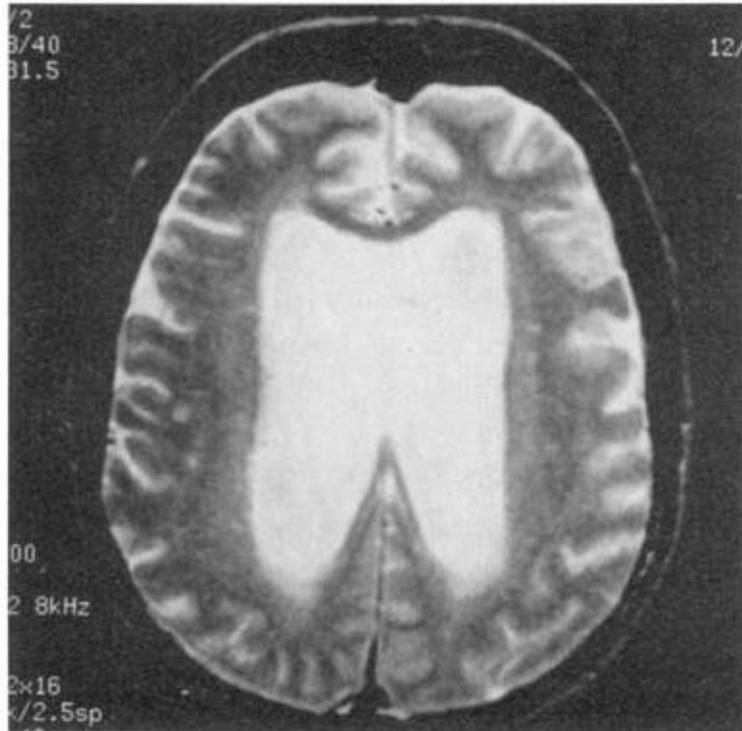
T2-weighted magnetic resonance image of the brain, showing pronounced enlargement of lateral ventricles that is out of proportion to degree of cortical atrophy. An unrelated finding is scattered focal areas of increased T2 signal in subcortical white matter bilaterally, most likely due to small-vessel ischemic disease.
